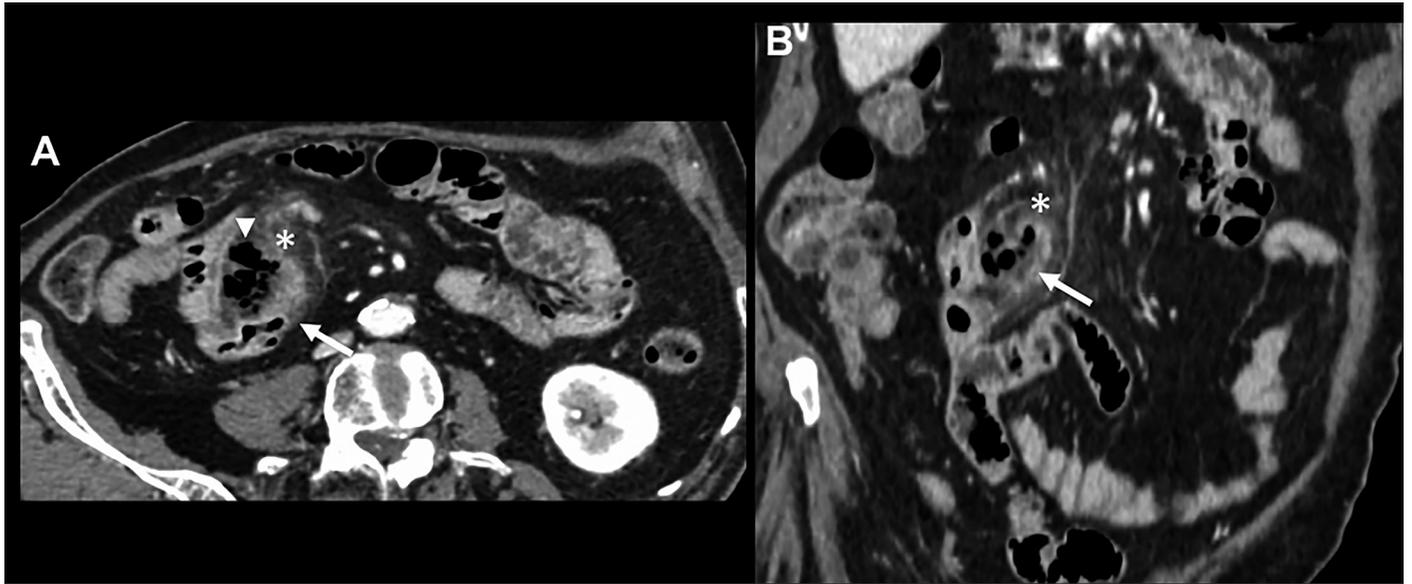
Imágenes axial (a) y coronal (B) de TC de abdomen con contraste EV. Se evidencia imagen de aspecto diverticular (flechas blancas) con paredes engrosadas en relación al tercio distal del yeyuno (en relación a cambios inflamatorios), evidenciando aumento de la atenuación de la grasa vecina (*) y múltiples imágenes aéreas asociadas a nivel extra luminal (cabeza del flecha) a la pared del divertículo.
